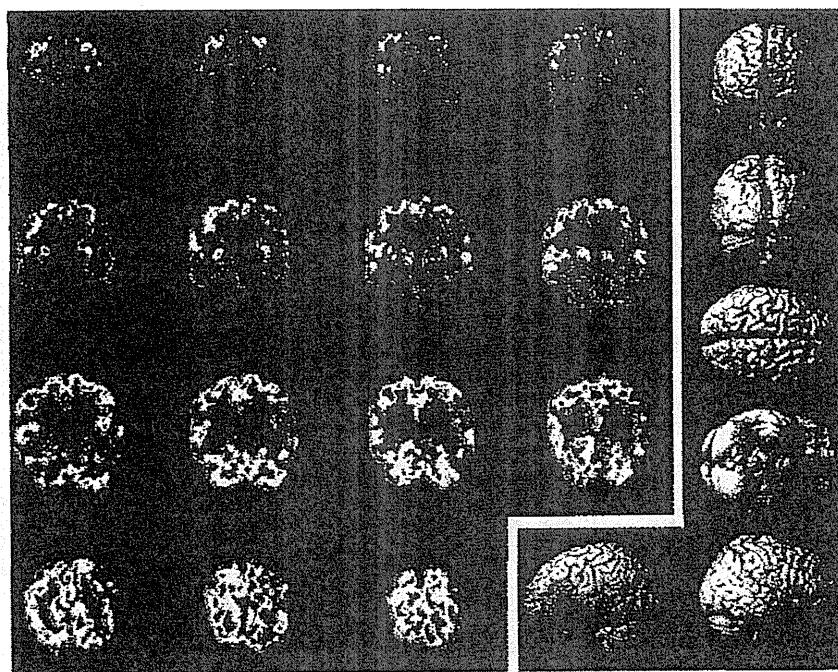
噌銀顆粒性認知症(剖検確定例)の、FDG PET画像
